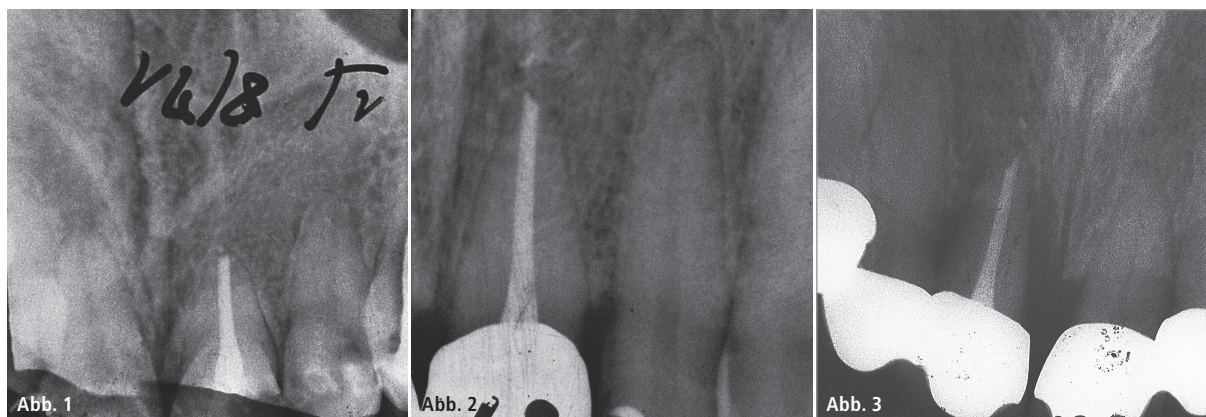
1971 – Zahn 11 devital, Wurzelkanalbehandlung in einer Sitzung mit abschließender Schröder-Lüftung. – Abb. 2: 1987 – Die Röntgenkontrolle nach 16 Jahren. – Abb. 3: 2006 – Die Röntgenkontrolle nach 35 Jahren. Eine Extraktion erfolgte aus parodontalen Gründen.
